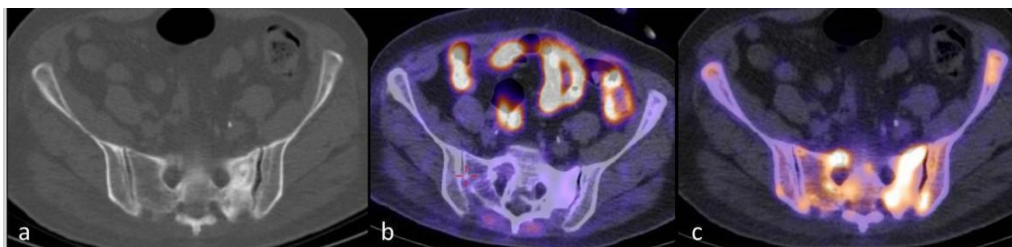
Comparação de NaF e PET-TC FDG na mesma paciente feminina de 65 anos com câncer de mama metastático, a TC (a) mostra aumento da atividade blástica no sacro à esquerda, aumento da captação do traçador de NaF PET no sacro à esquerda e também em ambos ilios (b), mas a atividade da doença é menos observada no PET FDG.
